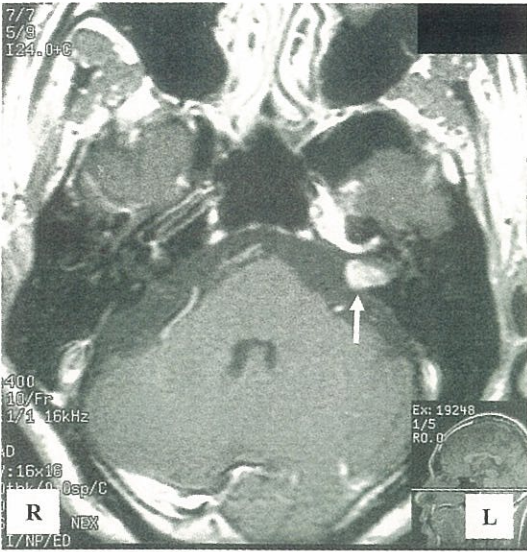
左聴神経腫瘍を有する40歳男性患者の水平断MRI。腫瘍は内耳道内を占拠し、一部は小脳橋角槽に突出している。矢印が腫瘍。
